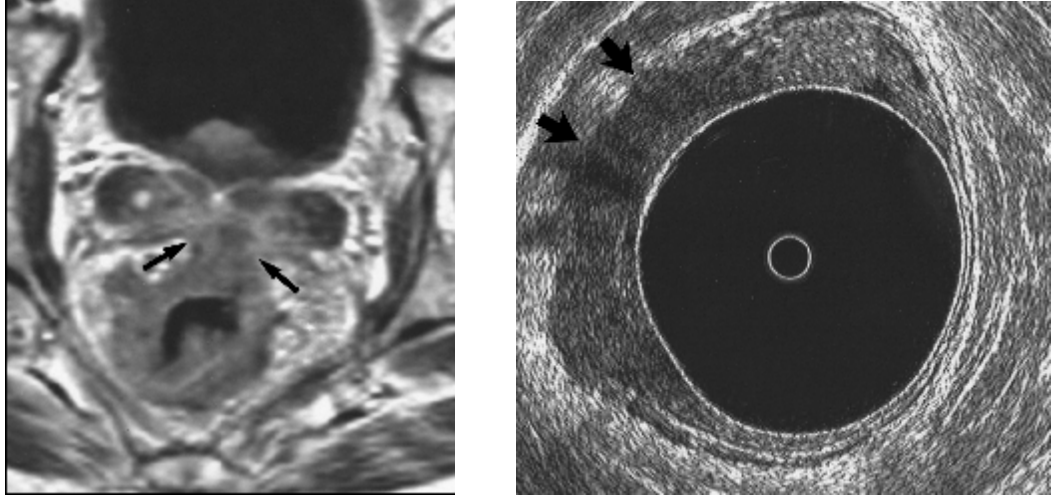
Rektum kanserinin MR ve BT görüntüleri
